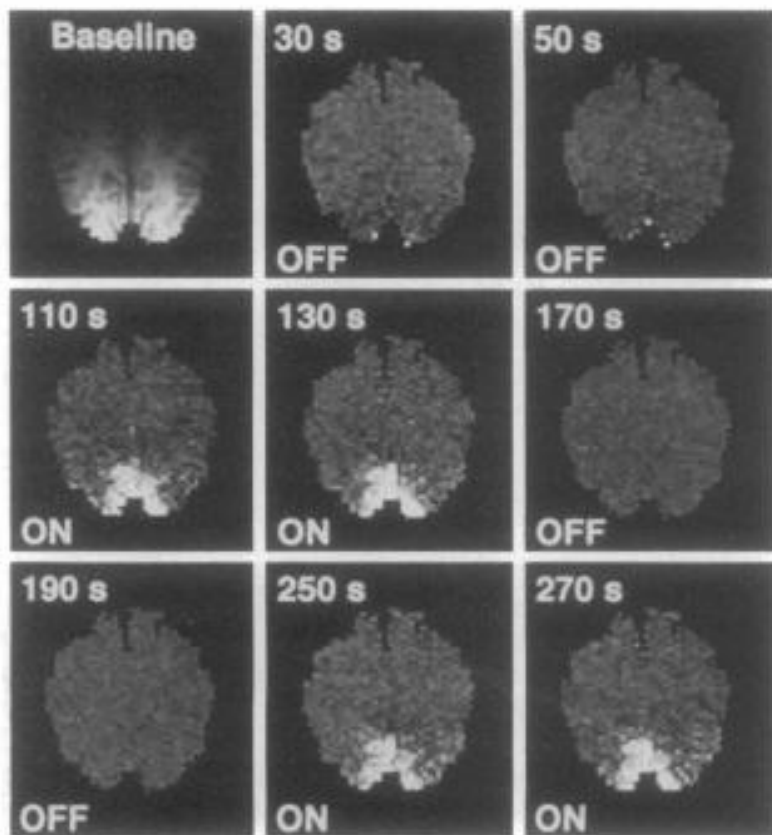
Noninvasive, real-time MRI mapping of V1 activation during visual stimulation. Images are obliquely aligned along the calcarine fissures with the occipital pole at the bottom. Images were acquired at 3.5-s intervals using an IR sequence (80 images total). A baseline image acquired during darkness (*Upper Left*) was subtracted from subsequent images. Eight of these subtraction images are displayed, chosen when the image intensities (see Fig. 2) reached a steady-state signal level, during darkness (OFF) and during 8-Hz photic stimulation (ON). During stimulation, local increases in signal intensity are detected in the medial-posterior regions of the occipital lobes along the calcarine fissures.
